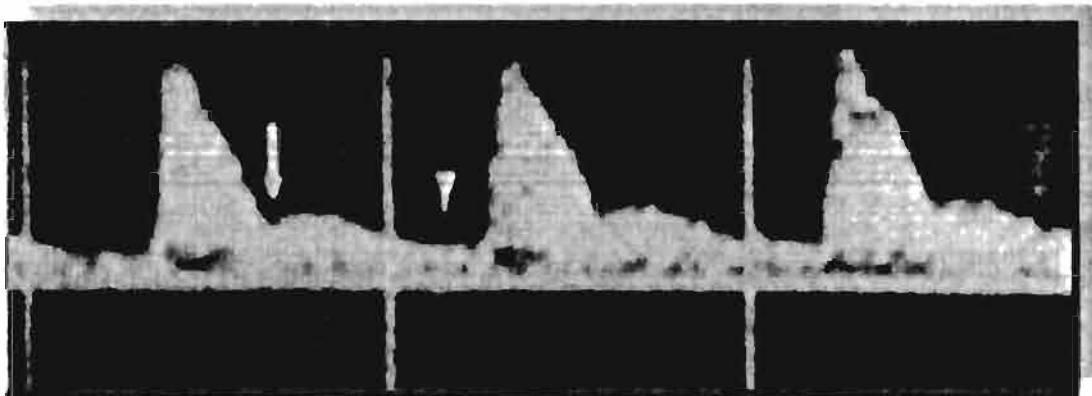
Fase II, espectro Doppler
